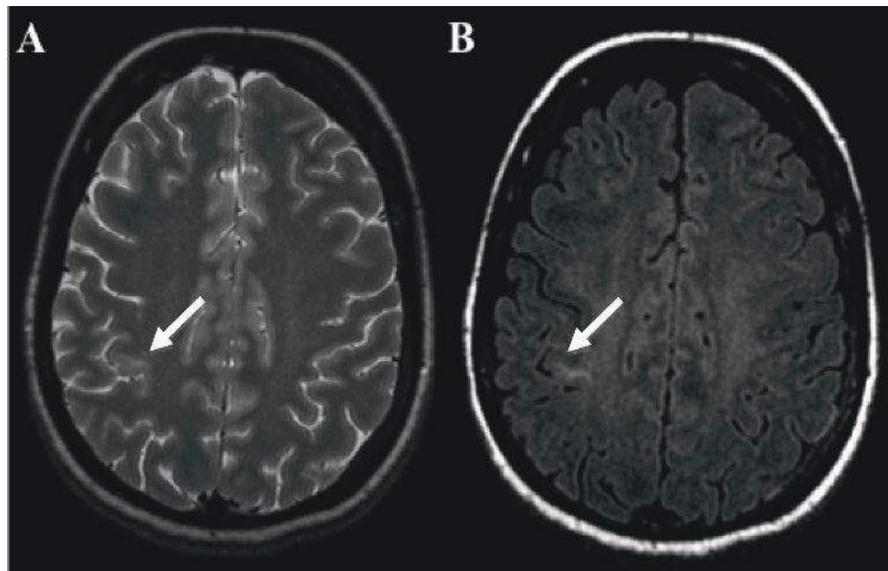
Secuencias T2 (A) y FLAIR (B)
